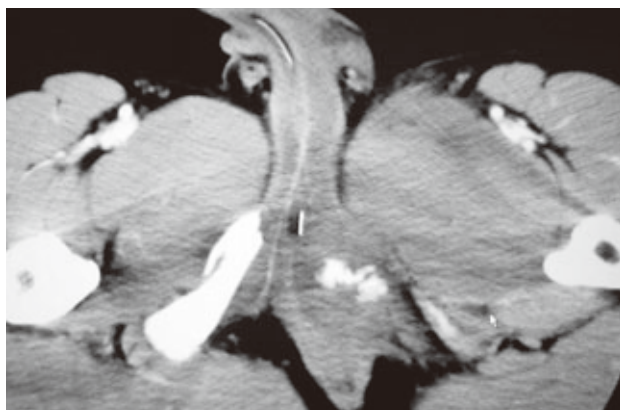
尿道損傷、陰茎海綿体合併損傷症例の造影 CT
